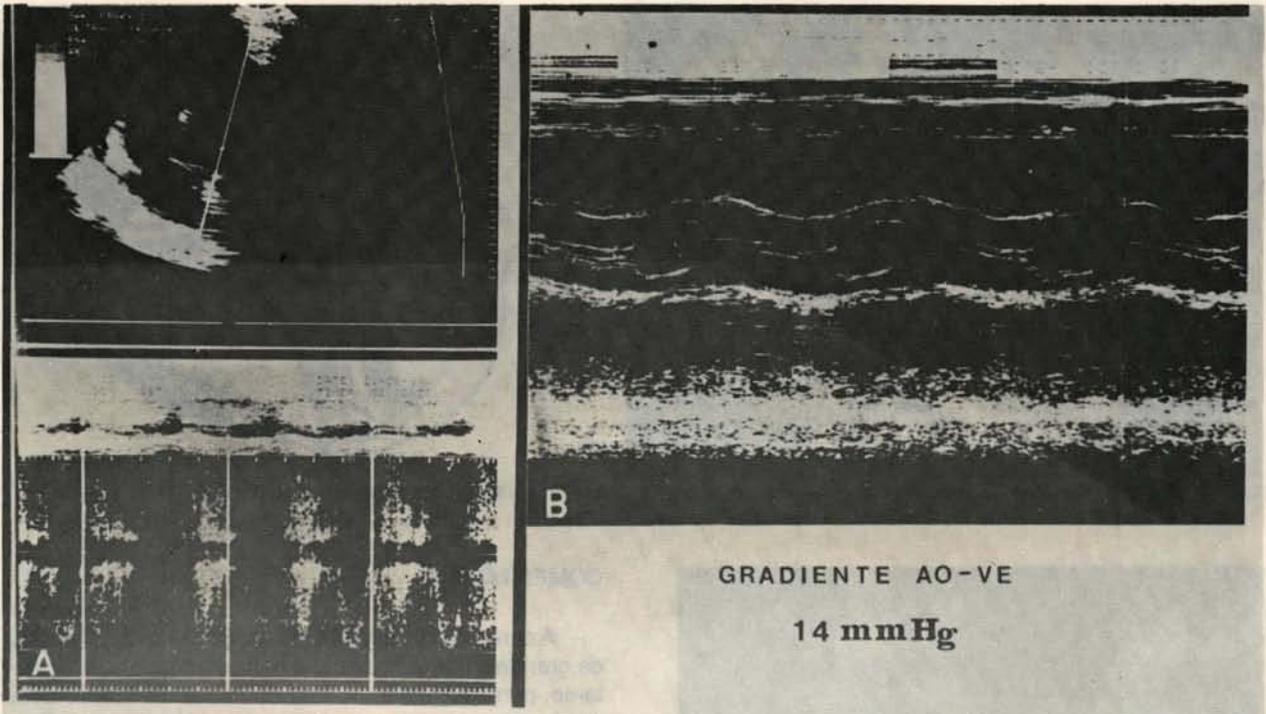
A: ecocardiograma bidimensional e "Doppler" aórtico mostrando apenas leve insuficiência; B: ecocardiograma Modo-M mostrando boa abertura valvar (paciente J. P. S. N.).
